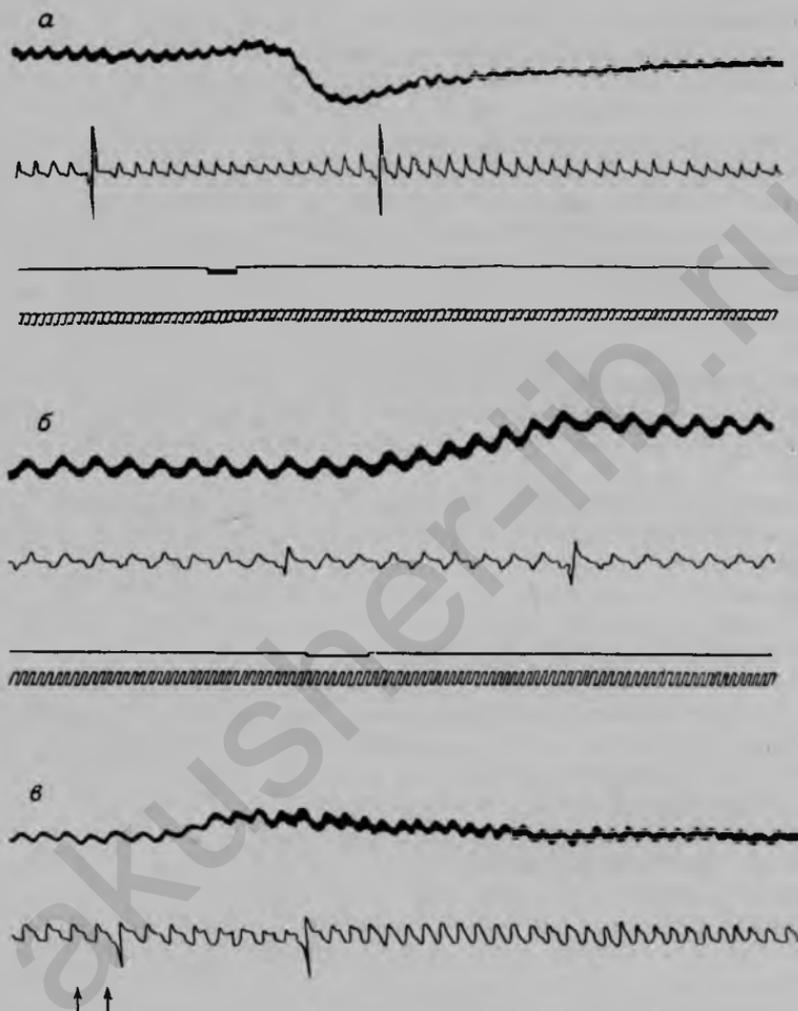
Рефлекторные изменения кровяного давления и дыхания у небеременных половозрелых кошек после введения 0,6 мл ацетилхолина в разведении 1 : 1000 в перфузируемые питательным раствором сосуды матки.
